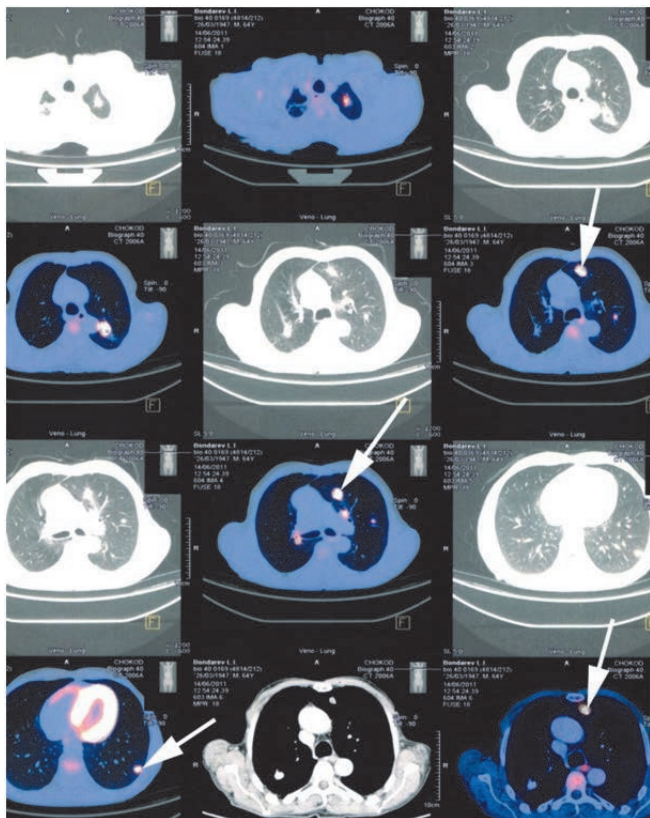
Картина ПЭТ-КТ у пациента с РРГ. Стрелками указаны метастазы в легких
